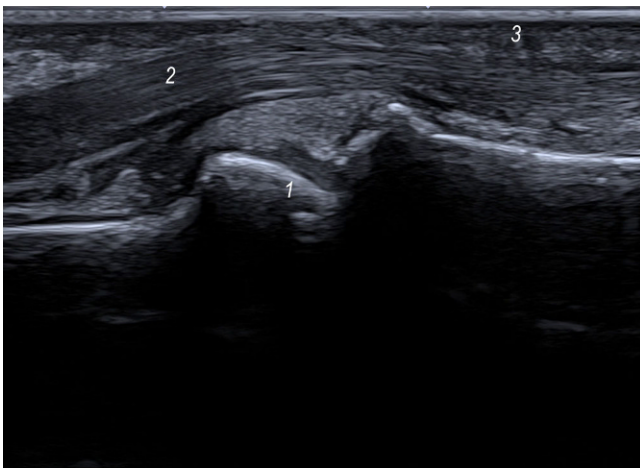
◀ Sonographische Darstellung des proximalen Interphalangealgelenks (PIP) von volar mittels 33-Hz-Sonde. Deutlich sichtbar werden die unterschiedlichen Gewebeschichten. 1 PIP, 2 Beugesehen, 3 subkutanes Gewebe
